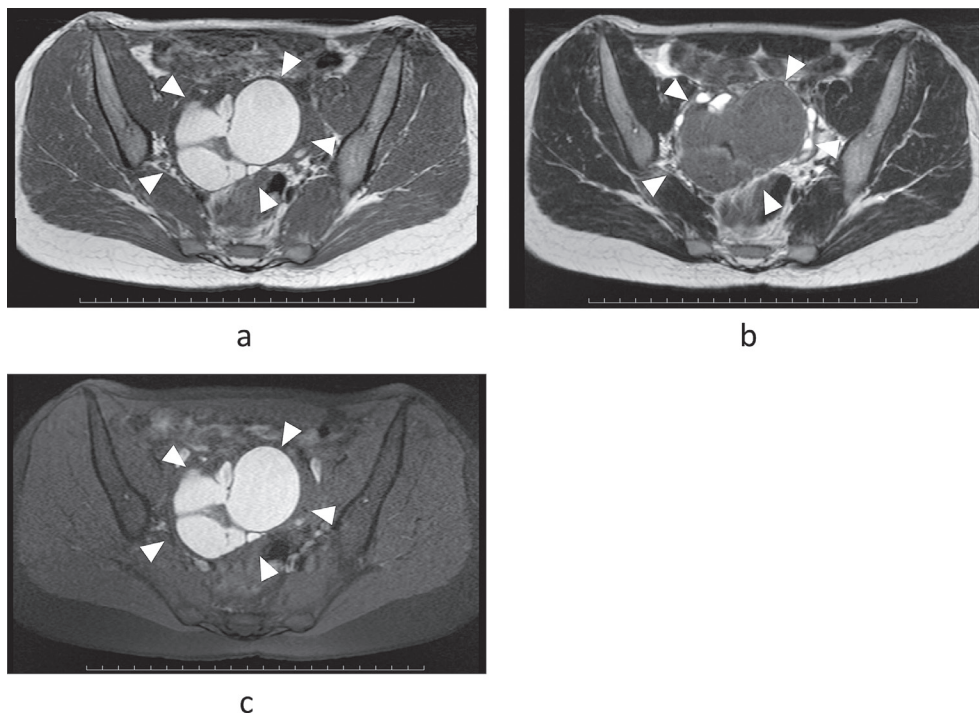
骨盤部 MRI 横断像 (a: T1 強調像, b: T2 強調像, c: 脂肪抑制 T1 強調像)
